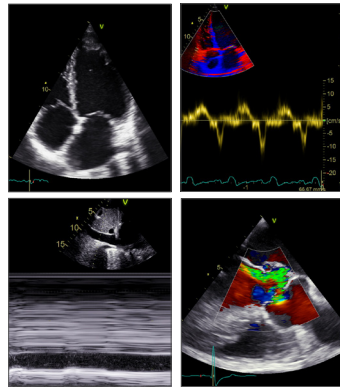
36: Echokardiographie bei kardiogenem Schock (33): 4-Kammerblick mit dilatiertem LV und eingeschränkter LVF (Simpson); (34): TDI im TK Anulus mit reduzierter RVF (< 10 cm/s); (35): VCI mit reduzierten Kaliberschwankungen; (36): hochgradige Aorteninsuffizienz
